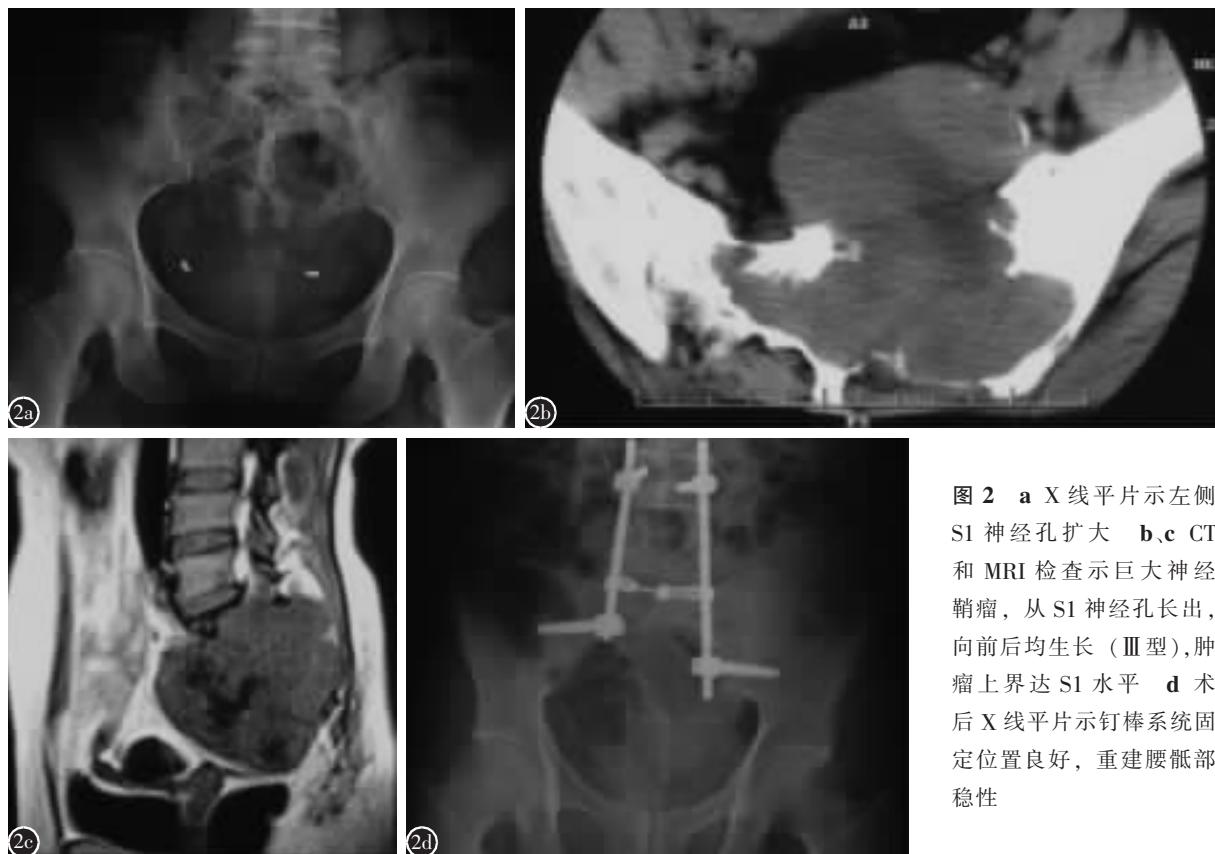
a X 线平片示左侧 S1 神经孔扩大 b、c CT 和 MRI 检查示巨大神经鞘瘤, 从 S1 神经孔长出, 向前后均生长(Ⅲ型), 肿瘤上界达 S1 水平 d 术后 X 线平片示钉棒系统固定位置良好, 重建腰骶部稳定性
